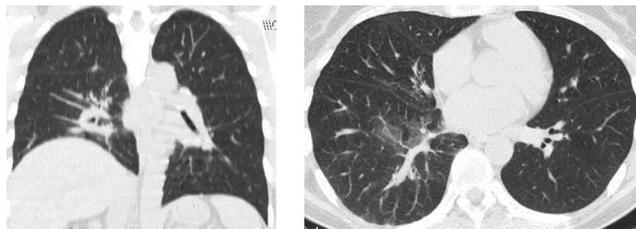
КТ-изменения в легких пациентки
